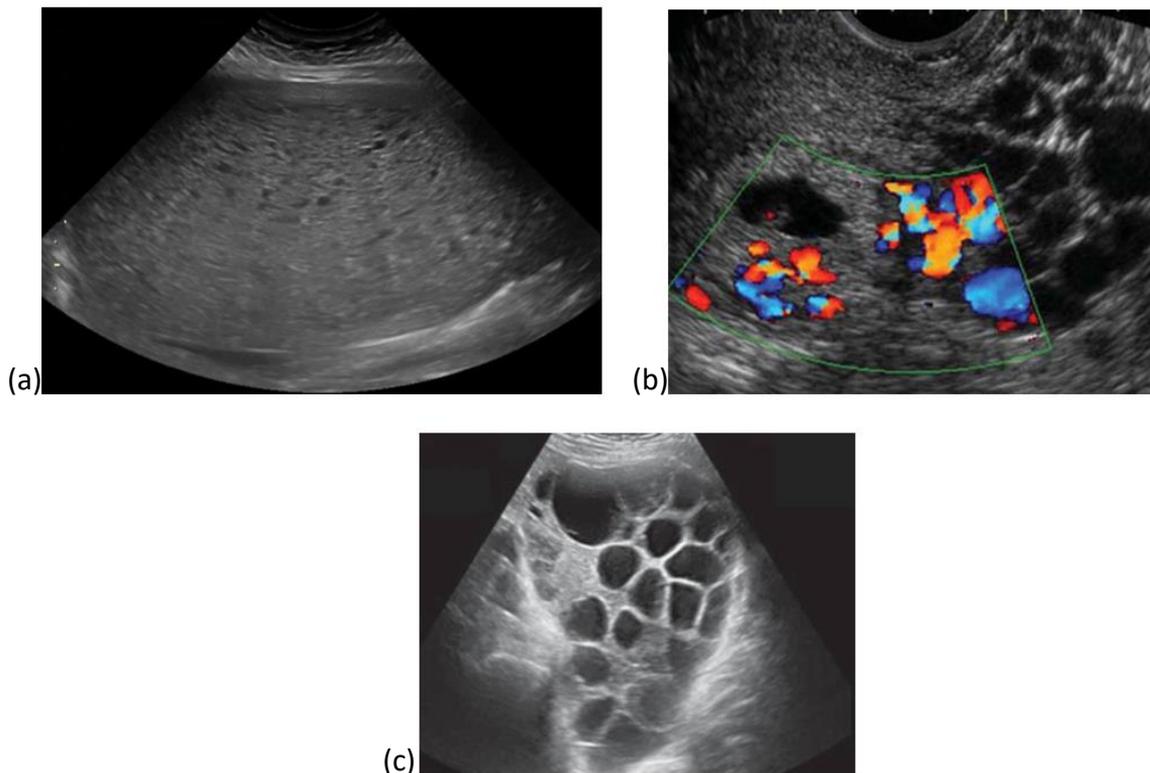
(a) imagem à ecografia de uma Mola Hidatiforme Completa(32); (b) Mola Hidatiforme Parcial(33); (c) Cistos Teca-luteínicos anexiais(33)
